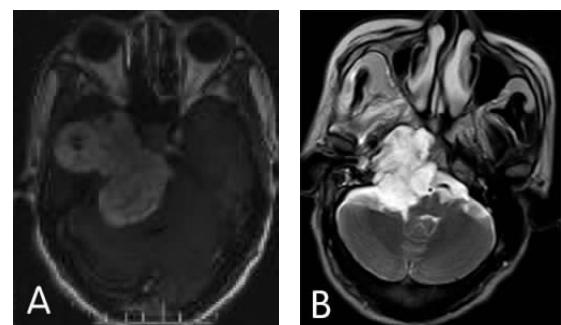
1例原发性颅底软骨肉瘤患者手术前后MRI图
